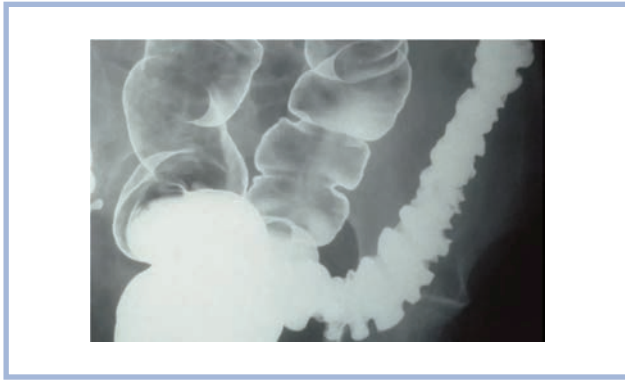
Рентгенологическая картина нарушения моторики толстой кишки с преобладанием спазмов в виде сужения просвета кишки. Рентгенограмма с двойным контрастированием показывает наличие спазма в ободочной кишке (левые отделы). Спазм представляет собой суженную область (показано стрелкой). Спазм у пациента с синдромом раздраженного кишечника сопровождается болевым синдромом и запором. (Данные Science Photo Library).
